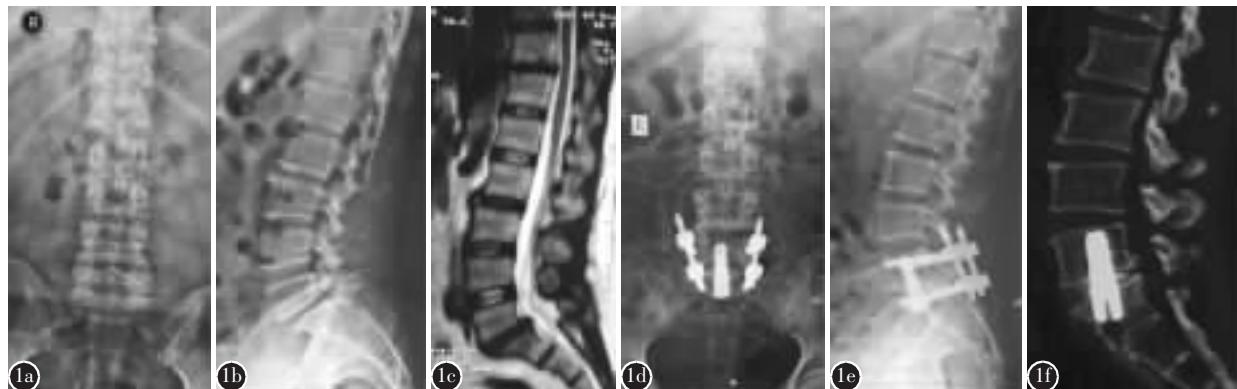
刘xx,女,46岁,因反复腰背部疼痛4年余入院 a~c 术前腰椎正侧位X线片及腰椎MRI示L5椎体I度滑脱 d、e术后腰椎正侧位X线片示内固定位置良好 f 术后6个月CT复查示L5/S1椎间隙植骨已融合
